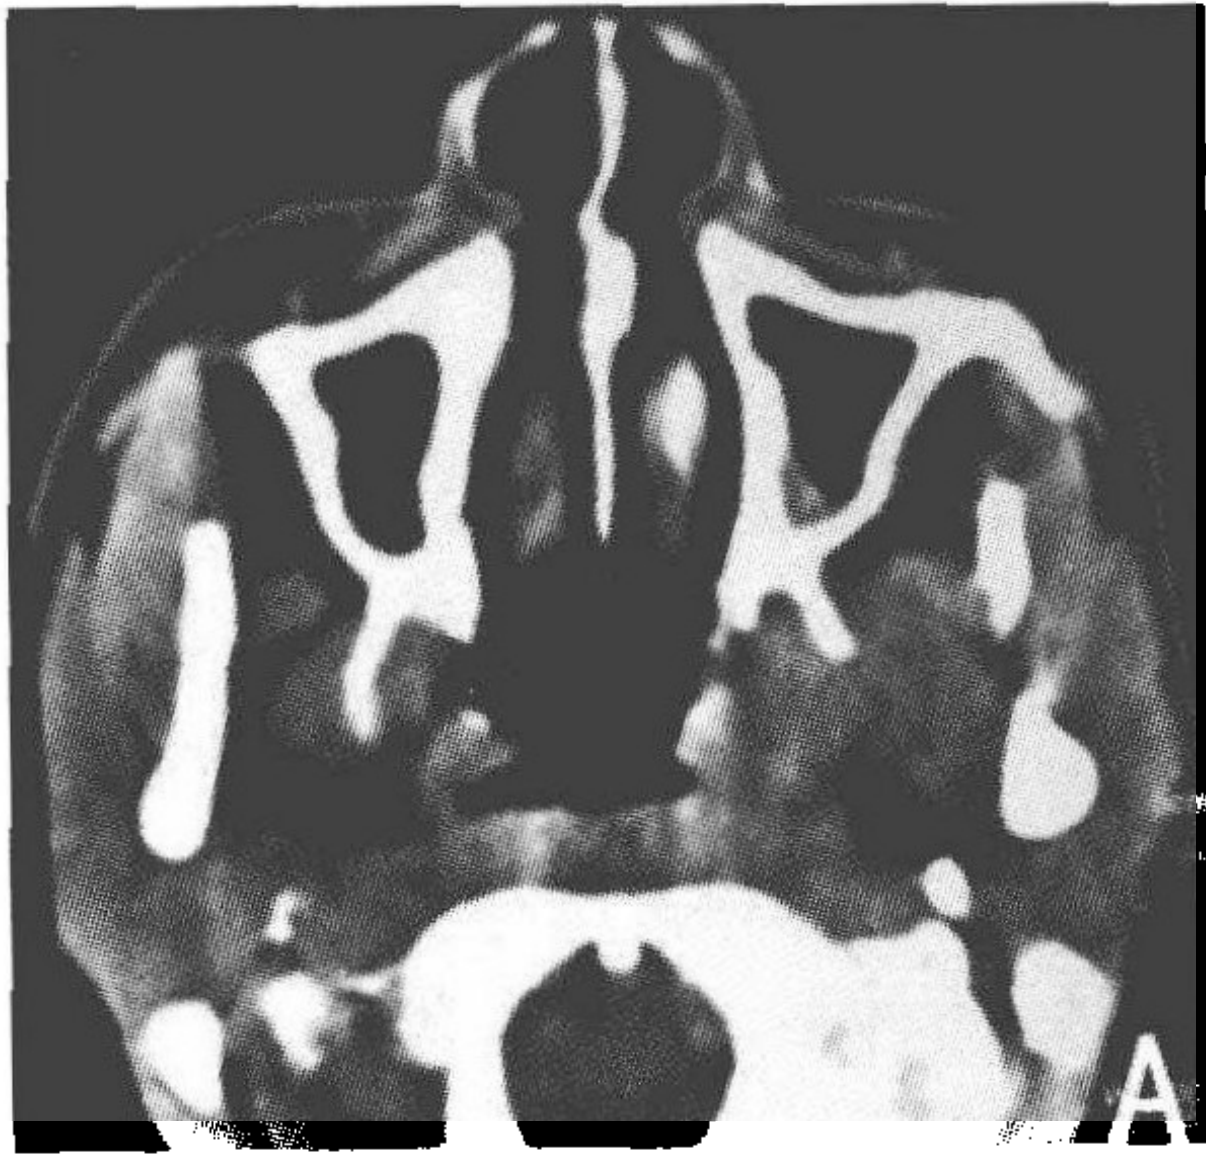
鼻咽部 CT 示左侧咽隐窝变浅,咽鼓管闭塞消失,咽旁间隙变窄,考虑鼻咽癌可能
